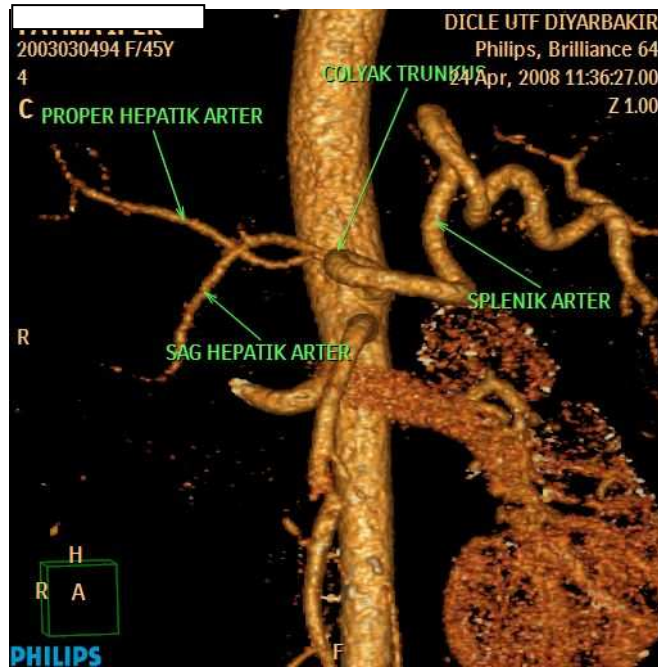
ÇKBT anjiyografide abdominal aort orjinli proper hepatic arter görünümü : MİP (a , b) , VR (c) .
